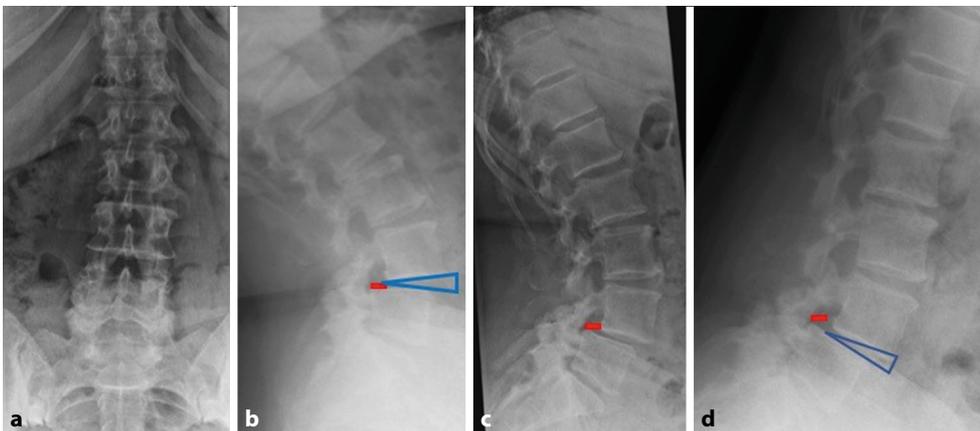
▲ Röntgenfunktionsaufnahmen der Lendenwirbelsäule (LWS) im seitlichen Strahlengang. Das Bild zeigt eine degenerative Spondylolisthese (Grad 1 nach Meyerding), typisch auf Höhe von L4/5. a Röntgenaufnahme der Lendenwirbelsäule im anterior-posterioren Strahlengang. b Seitliche Röntgenaufnahme der LWS in Extension. Die rote Linie entspricht dem Abstand zwischen der Hinterkante von L4 und der Hinterkante von L5. Das blaue Dreieck demonstriert den Winkel zwischen L4 und L5 (lordotisch). c Seitliche Röntgenaufnahme der Lendenwirbelsäule in Neutralstellung. Die rote Linie ist die gleiche (Länge und Stärke) wie in b. d Seitliche Röntgenaufnahme der LWS in Flexion. Die rote Linie ist die gleiche (Länge und Stärke) wie in b. Eine Vergrößerung des Abstandes durch die Flexion fällt hier auf. Das blaue Dreieck ist das gleiche (Winkel und Längenmaße) wie in b. Eine Verringerung des Winkels fällt hier auf
